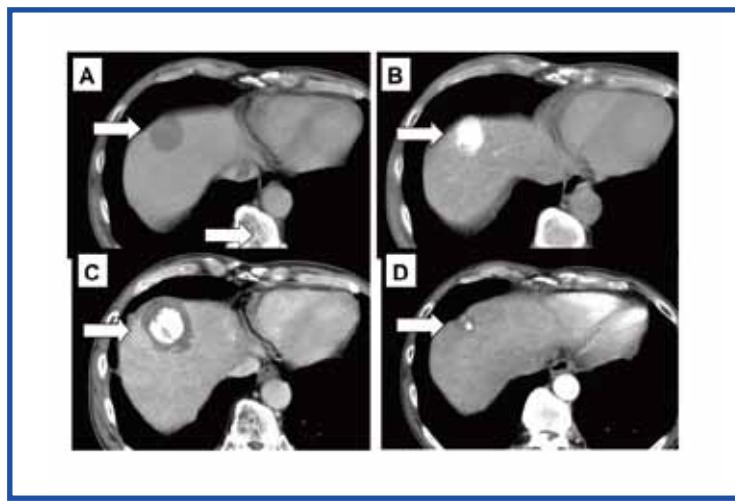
ラジオ波治療受けた肝がんの例。60才代のC型慢性肝炎患者さんです。矢印に示すように肝臓の右葉の上部に、図Aの門脈造影CTで造影欠損、図Bの動脈造影CTで白く造影される3.5cm大の肝がん結節を認めます。図Cはラジオ波治療翌日の造影CT像です。焼灼領域である造影されない灰色の肝実質領域が、白くマーキングされた肝細胞がんよりも全周に渡り一回り大きく認められ、良好な治療効果が得られています。図Dは、約6年後の造影CT像です。肝がん焼灼後の瘢痕は縮小し、不明瞭化しています。再発は認められません。
